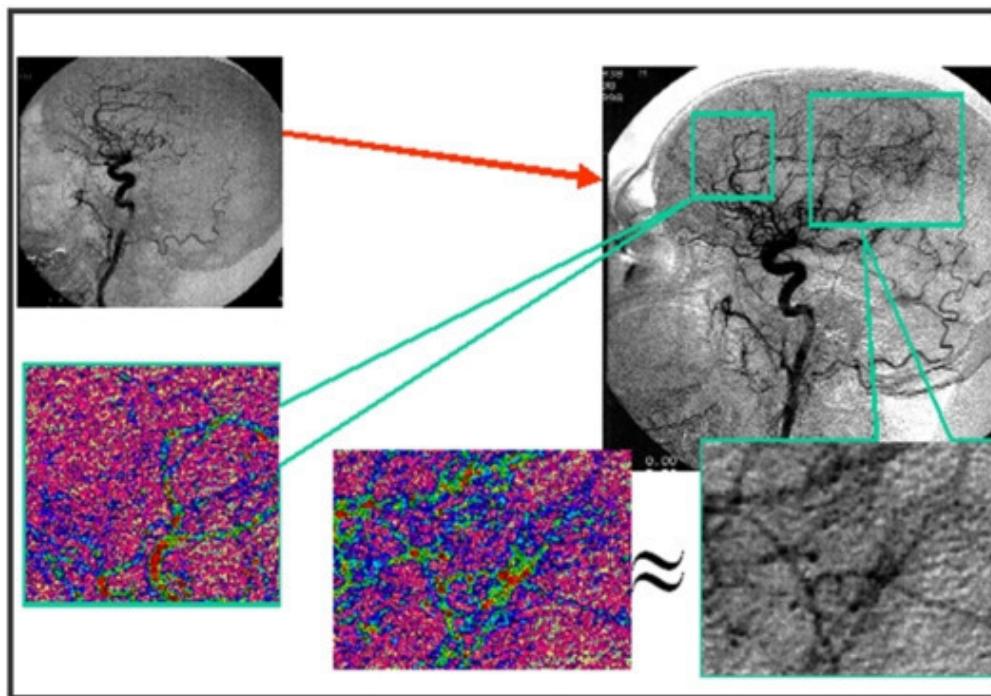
Проектно-аналитический этап биоинженерии мозга. Диагностическая церебральная ангиография. Установка внутриартериального катетера в постоянную позицию для проведения длительной программной фармакодинамической перфузии биологически активных веществ
